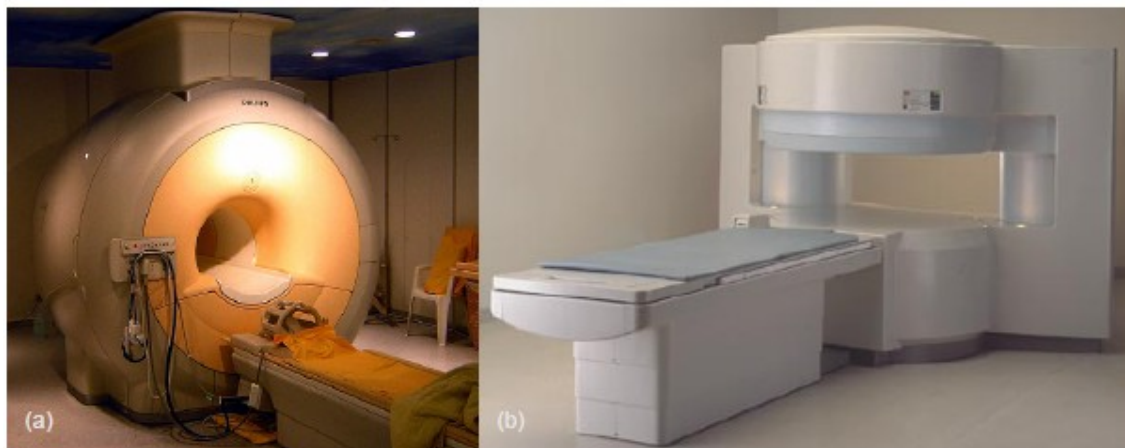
Equipamentos de RMN: (a) convencional; (b) destinado a pessoas que sofram de claustrofobia [36]
